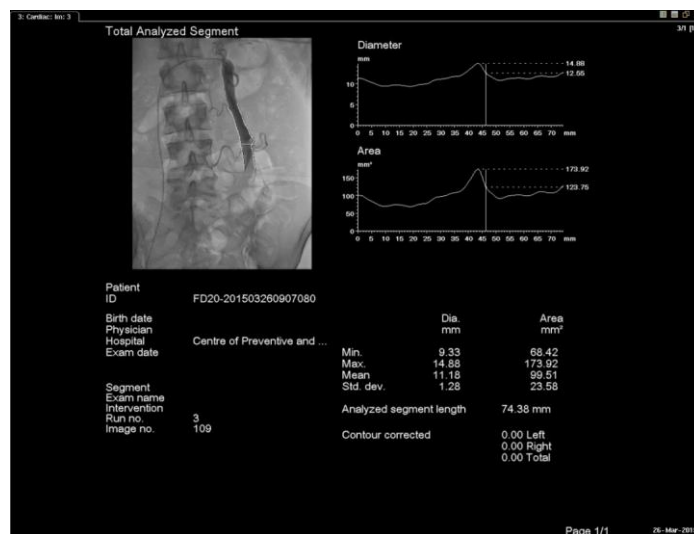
Рентгенографічне визначення діаметру лівої яєчничкової вени.
